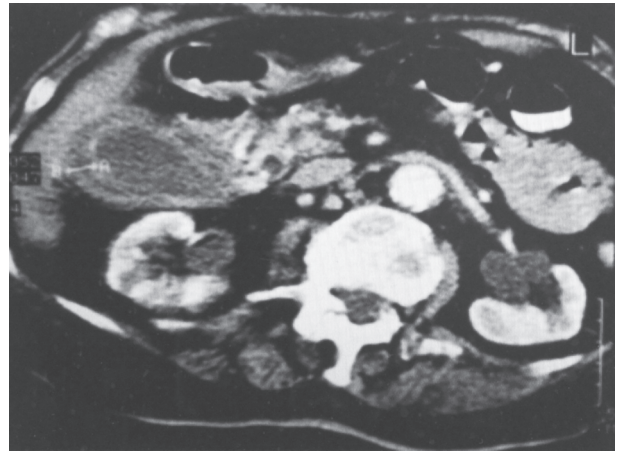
Tomografía computarizada de colecistitis aguda.
